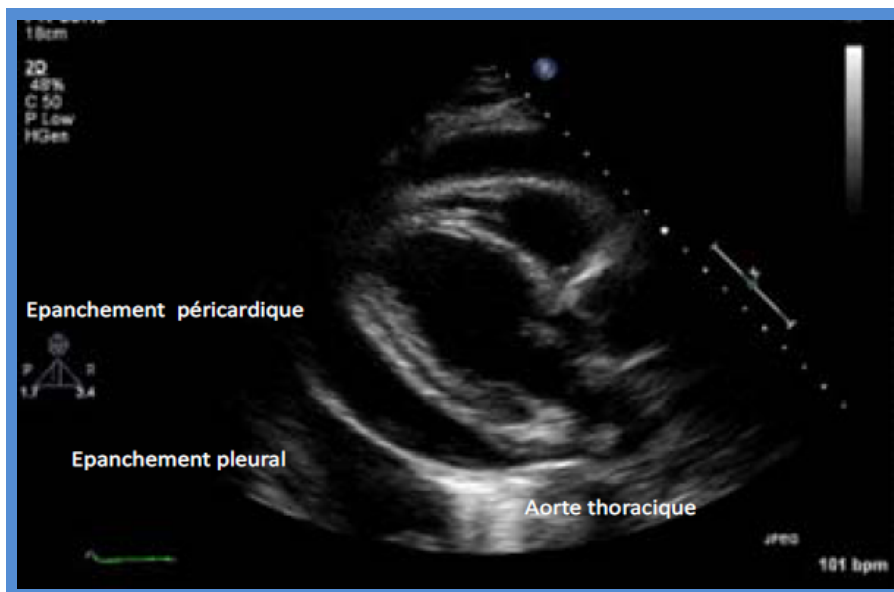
Coupe échographique transthoracique parasternale grand axe 2D mettant en évidence un épanchement péricardique circonférentiel (se projetant en avant de l'aorte thoracique), ainsi qu'un épanchement pleural gauche associé (se projetant en arrière de l'aorte thoracique).
